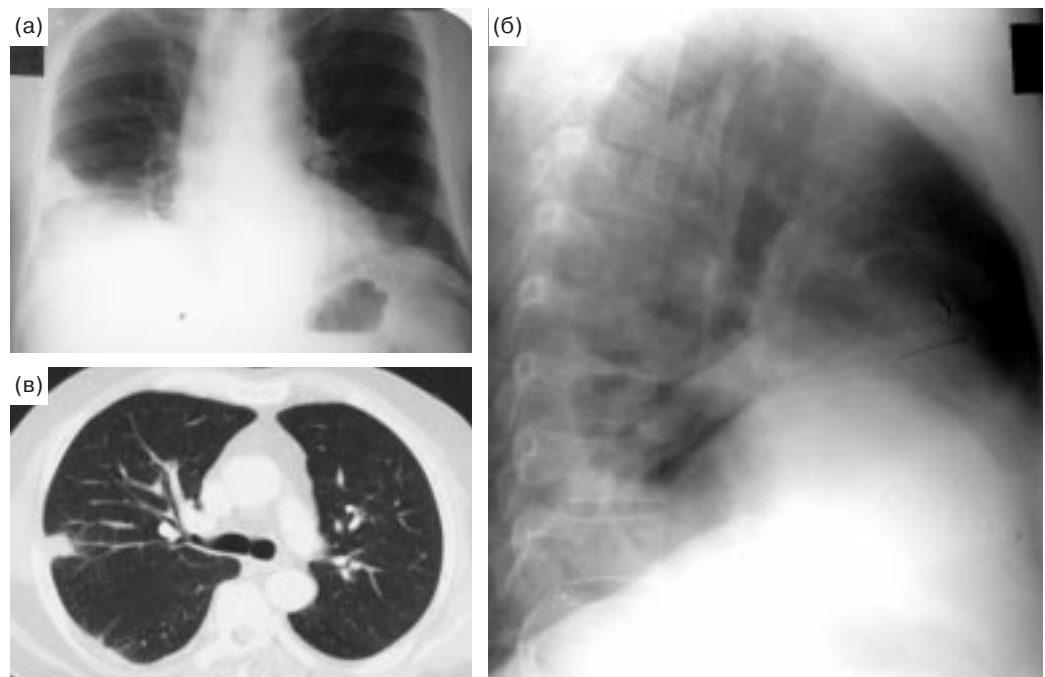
Инфаркт правого легкого. а, б – обзорные рентгенограммы; в – КТ. Уплотнение легочной ткани в кортикальной зоне правого легкого, широким основанием прилежащее к висцеральной плевре. Структура уплотнения однородная, просветы бронхов не видны. На томограмме виден бронхососудистый тяж от корня легкого к зоне инфаркта.
